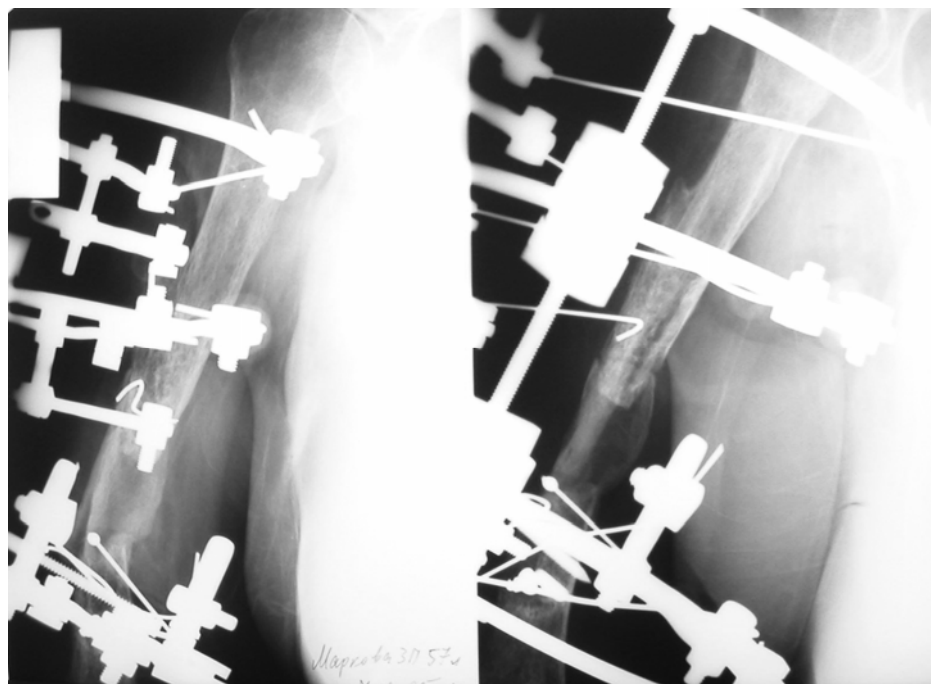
Рентгенограмма левого плеча через 5 мес после операции. Определяются признаки сращения.
